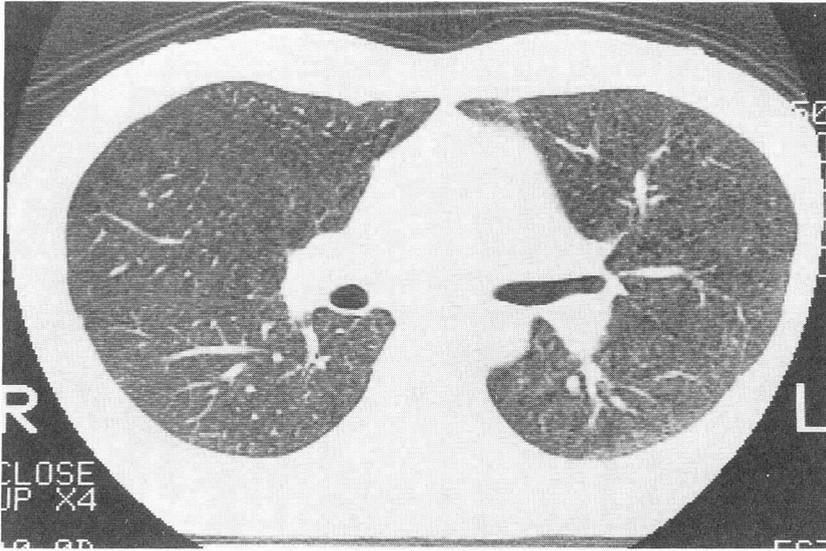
胸部CT像。胸部X線同様大きさ1~2mm大の小粒状影を瀰漫性に認める。
